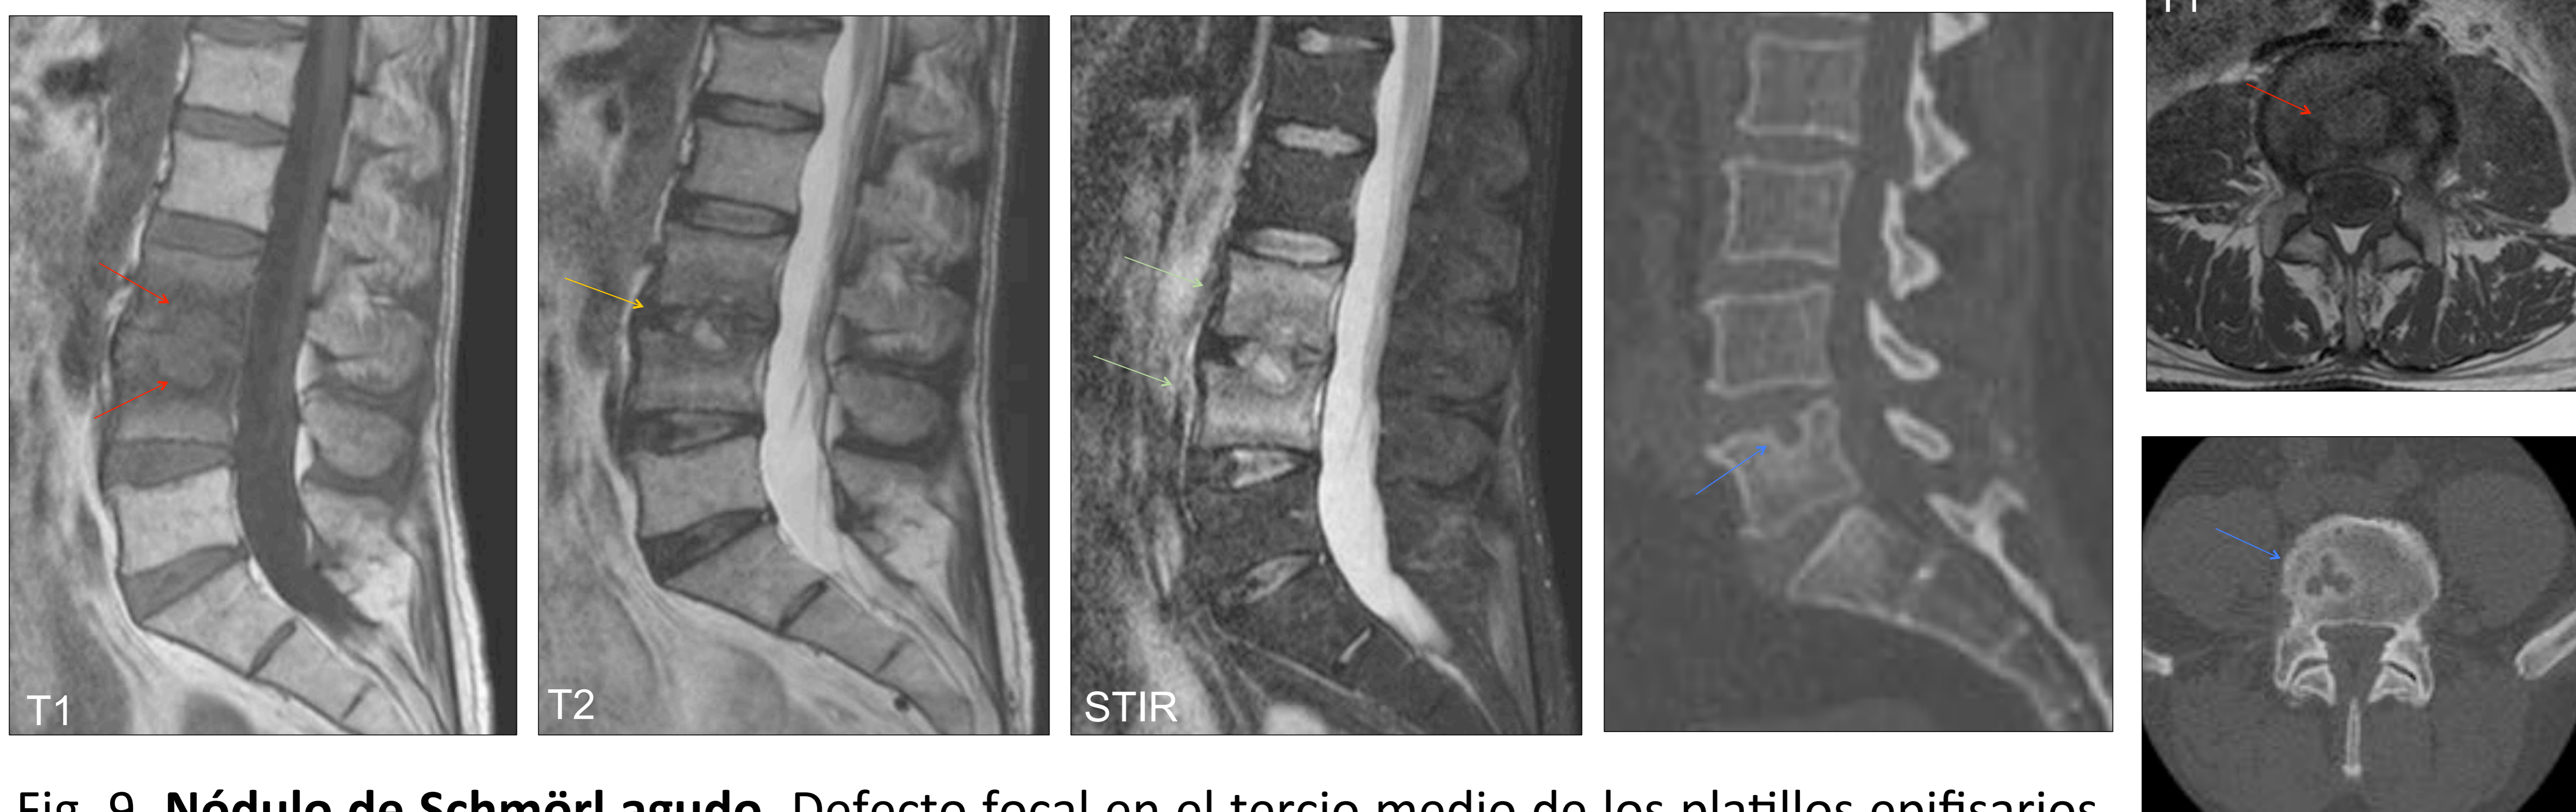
Nódulo de Schmörl agudo. Defecto focal en el tercio medio de los platillos epifisarios de L3 y L4 (flechas rojas) que se continua con el disco que está degenerado (flecha amarilla) y edema medular rodeando el defecto óseo (flechas verdes). En el TC se identifica un halo escleroso rodeando el nódulo de Schmörl (flechas azules) de otro caso.
